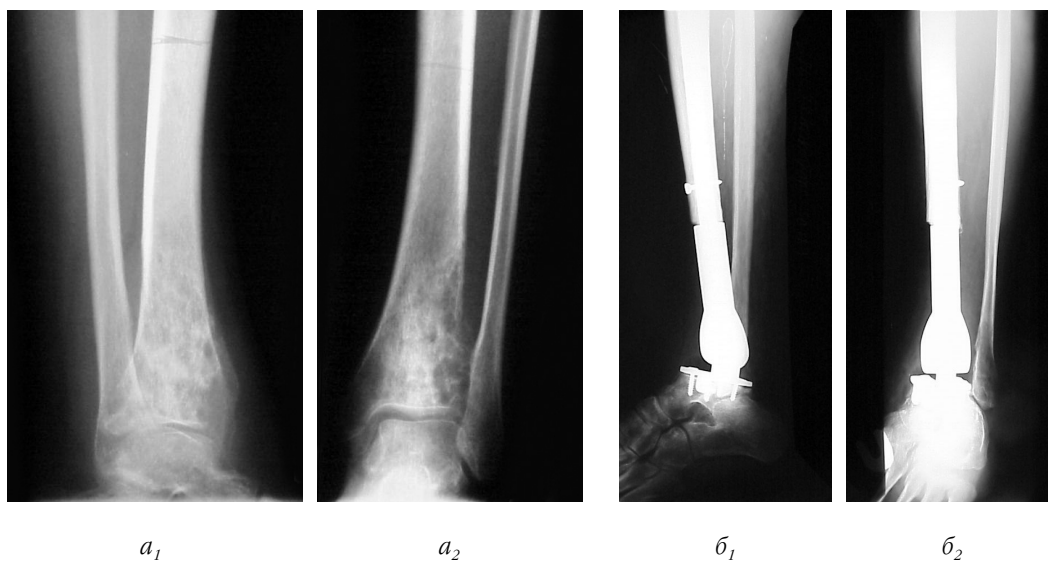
Рентгенограммы *правого* голеностопного сустава в двух проекциях *пациента М.* с остеогенной саркомой дистального отдела правой большеберцовой кости: до операции – литическая деструкция большеберцовой кости: боковая (a_1) и прямая проекция (a_2), и через 3 года после эндопротезирования: боковая (b_1) и прямая проекция (b_2)
